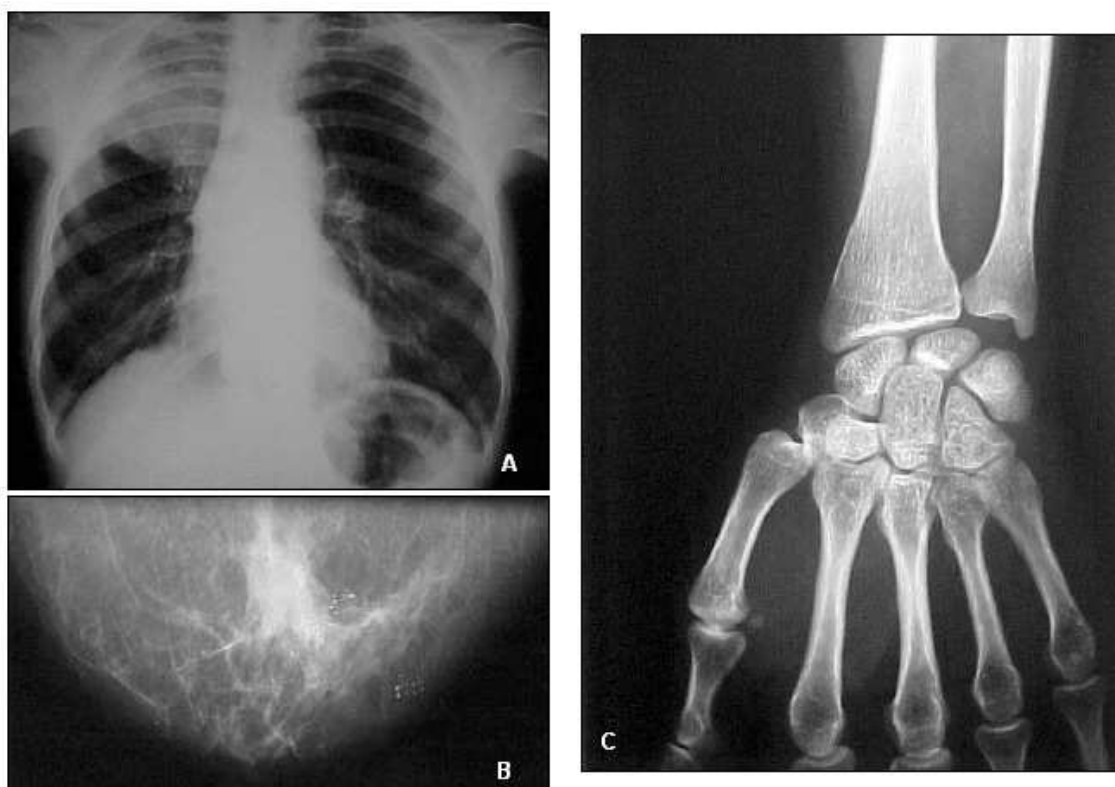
Radiografias de tórax (A), de mama (B) e de mão (C) convencionais fotografadas e armazenadas em computador para fins didáticos.
